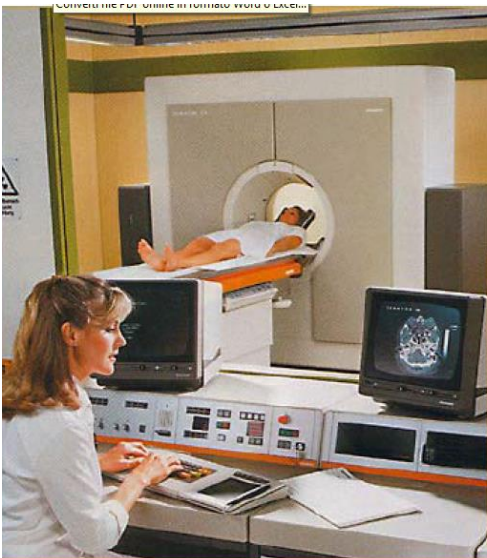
A sinistra un esempio di sistema CT clinico e a destra un'immagine di sezione trasversale dell'anca.
